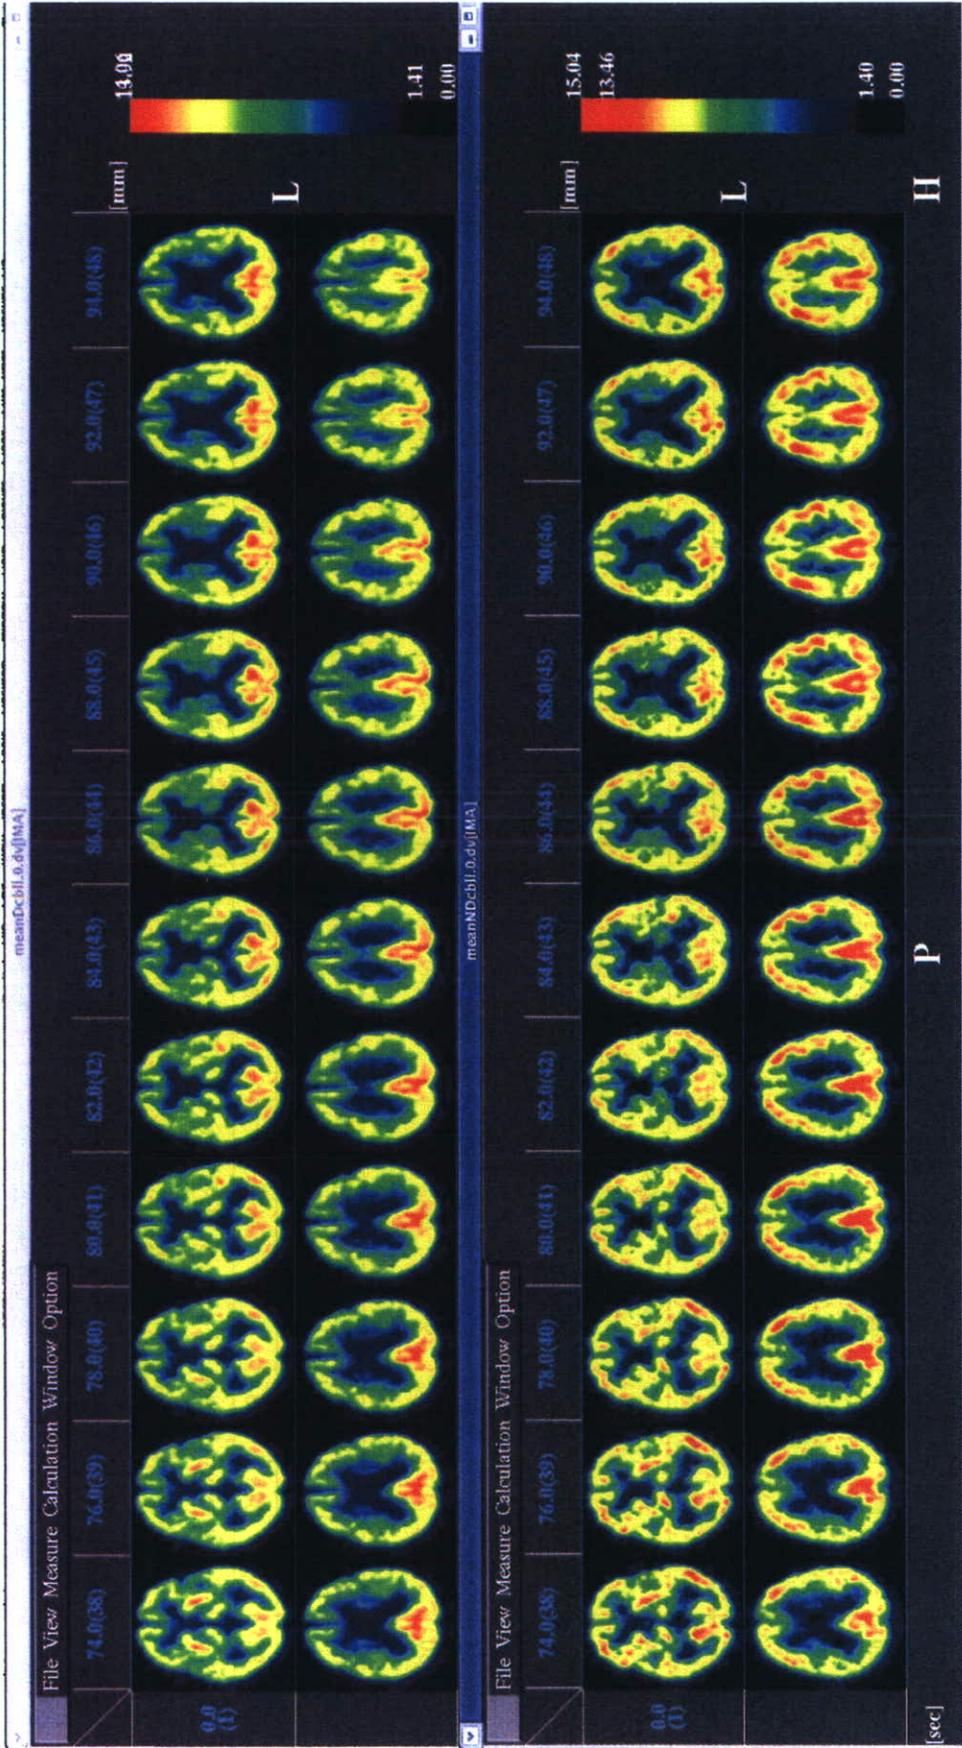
FDG-PET の後頭葉により基準化した認知症あり (D+, 上段)症例、認知症なし (D-, 下段)症例の平均画像
